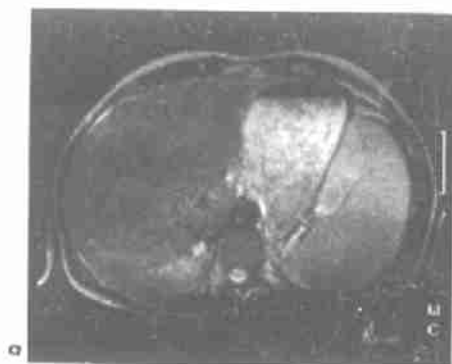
肝动脉畸形患者肝脏MRI。肝脾肿大,肝右叶 $10 \times 10 \times 12\text{cm}$ 大小的占位性病变,内部结构不均匀,周围血管受压,病变由假包膜环绕。
